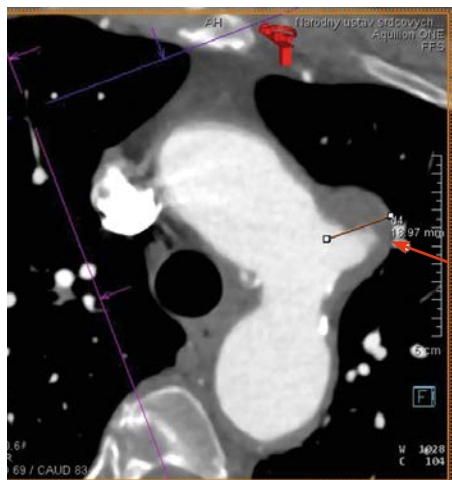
3D CT angiografické vyšetření u pacienta s hlubokým penetrujícím aortálním vředem na přední stěně aorty v úrovni odstupu levé podklíčkové tepny označuje šipka
